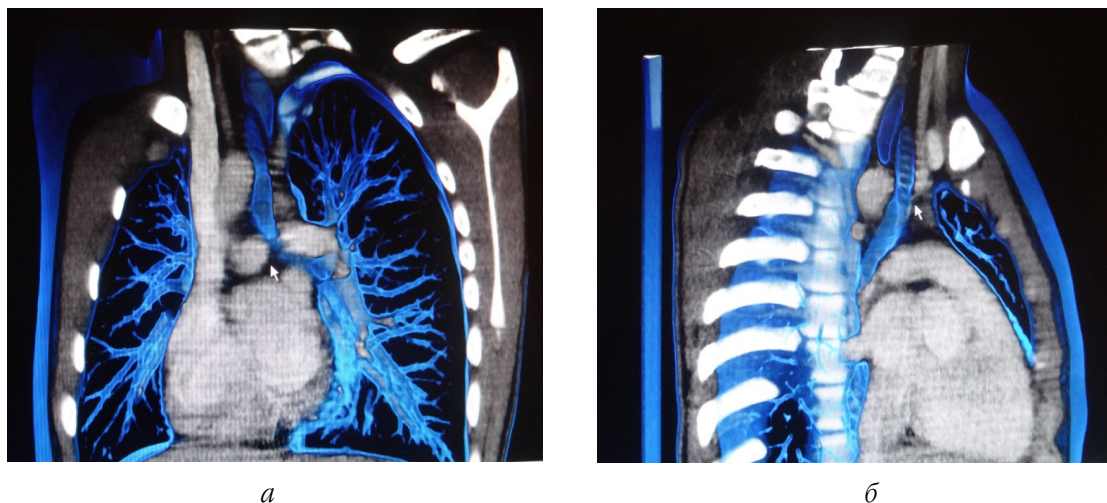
Сосудистый порок у обследованного больного А. на фронтальном (а) и сагиттальном (б) срезах при компьютерной рентгеномтомографии с контрастированием и 3D-реконструкцией
